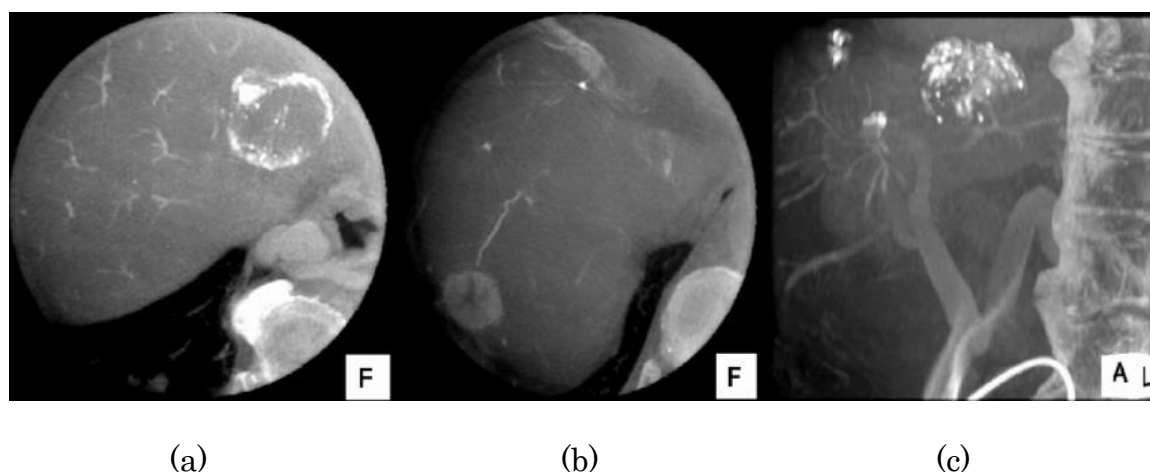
コーンビーム CT (参考文献 12 から引用)
